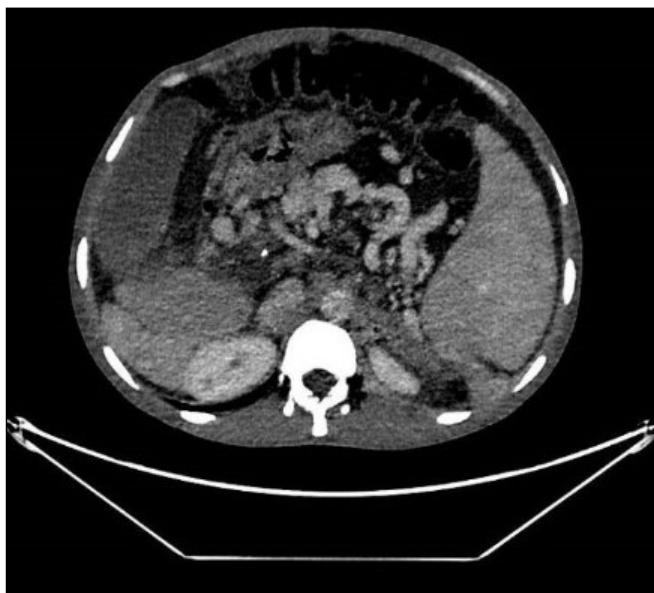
TC Toracoabdominopélvico con contraste intravenoso: múltiples colaterales venosas.
